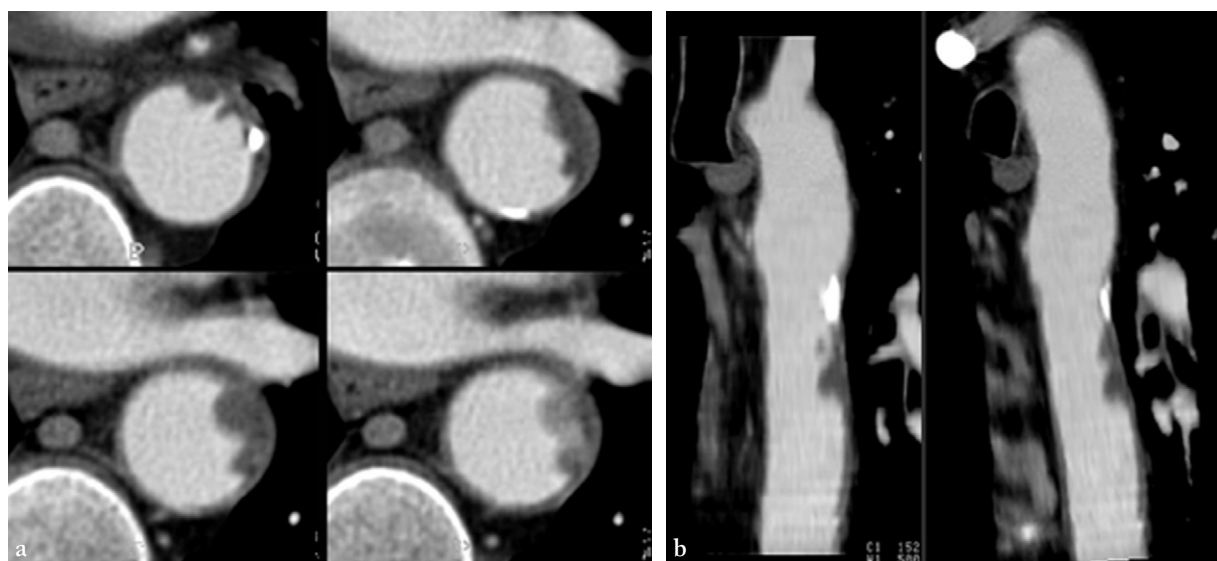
a. TDM axiale et b. reconstructions MPR montrant un thrombus mural aortique, de contours irréguliers, sans déplacement des calcifications intinales, à ne pas confondre avec un hématome intramural aortique.
